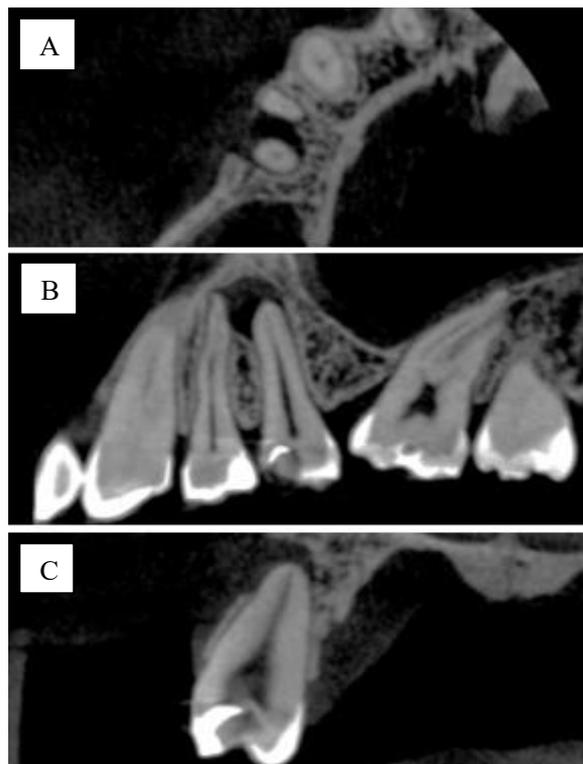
Tomografia computadorizada inicial evidenciando o dente 15. A) Corte Axial. B) Coronal. C) Sagital. Fonte: Os Autores.
